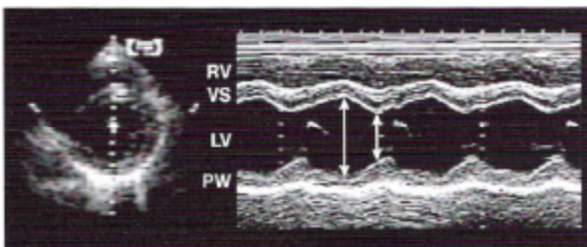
Ecocardiograma en modo M guiado desde el bidimensional del ventrículo izquierdo a nivel del músculo papilar.
